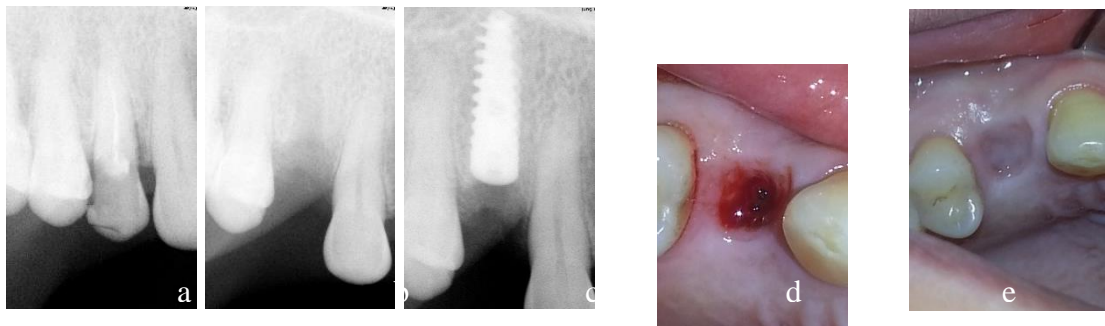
Pacienta B.56 ani. Instalarea în două ședințe chirurgicale fara decolarea lamboului mucoperiostal: (a) radiografie retroalveolară d.14; (b) radiografie retroalveolară a alveolei postextractională a d.14; (c) radiografie retroalveolară postimplantară a d.14 (d) alveola dintelui 14 imediat după instalarea implantului dentar endoos de stadiul II; (e) situația clinică la 4 luni postimplantar;
